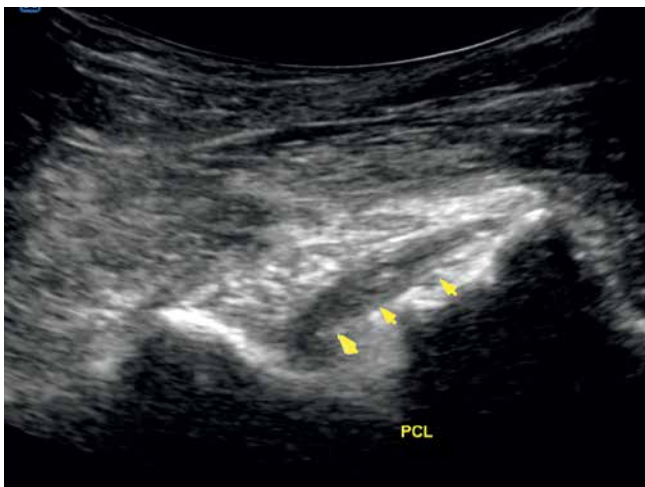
An ultrasonographic image of the posterior cruciate ligament
